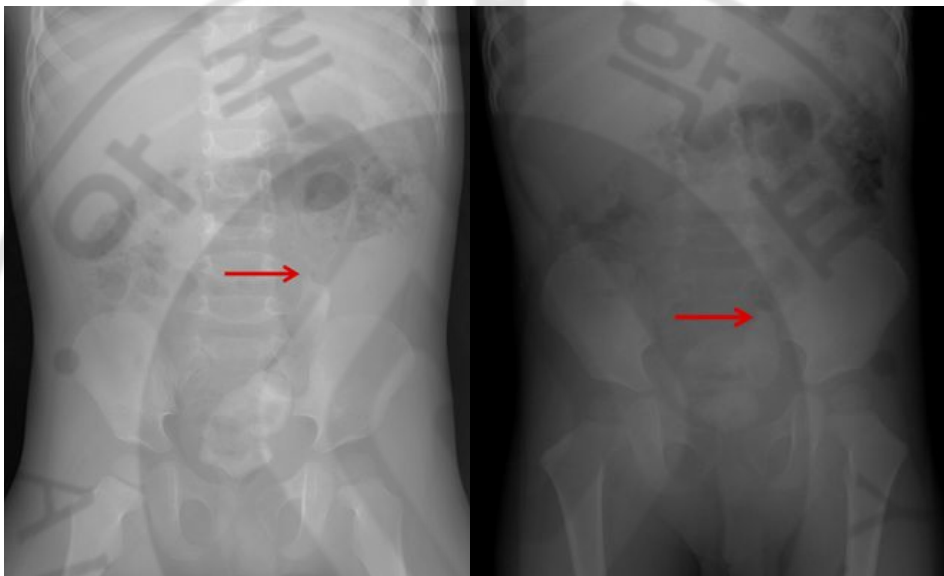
Simple abdomen X-ray after rectal barium injection. Barium injected like enema was shown at the ascending colon positioning supine (Lt.), but at the rectum positioning erect (Rt.).
